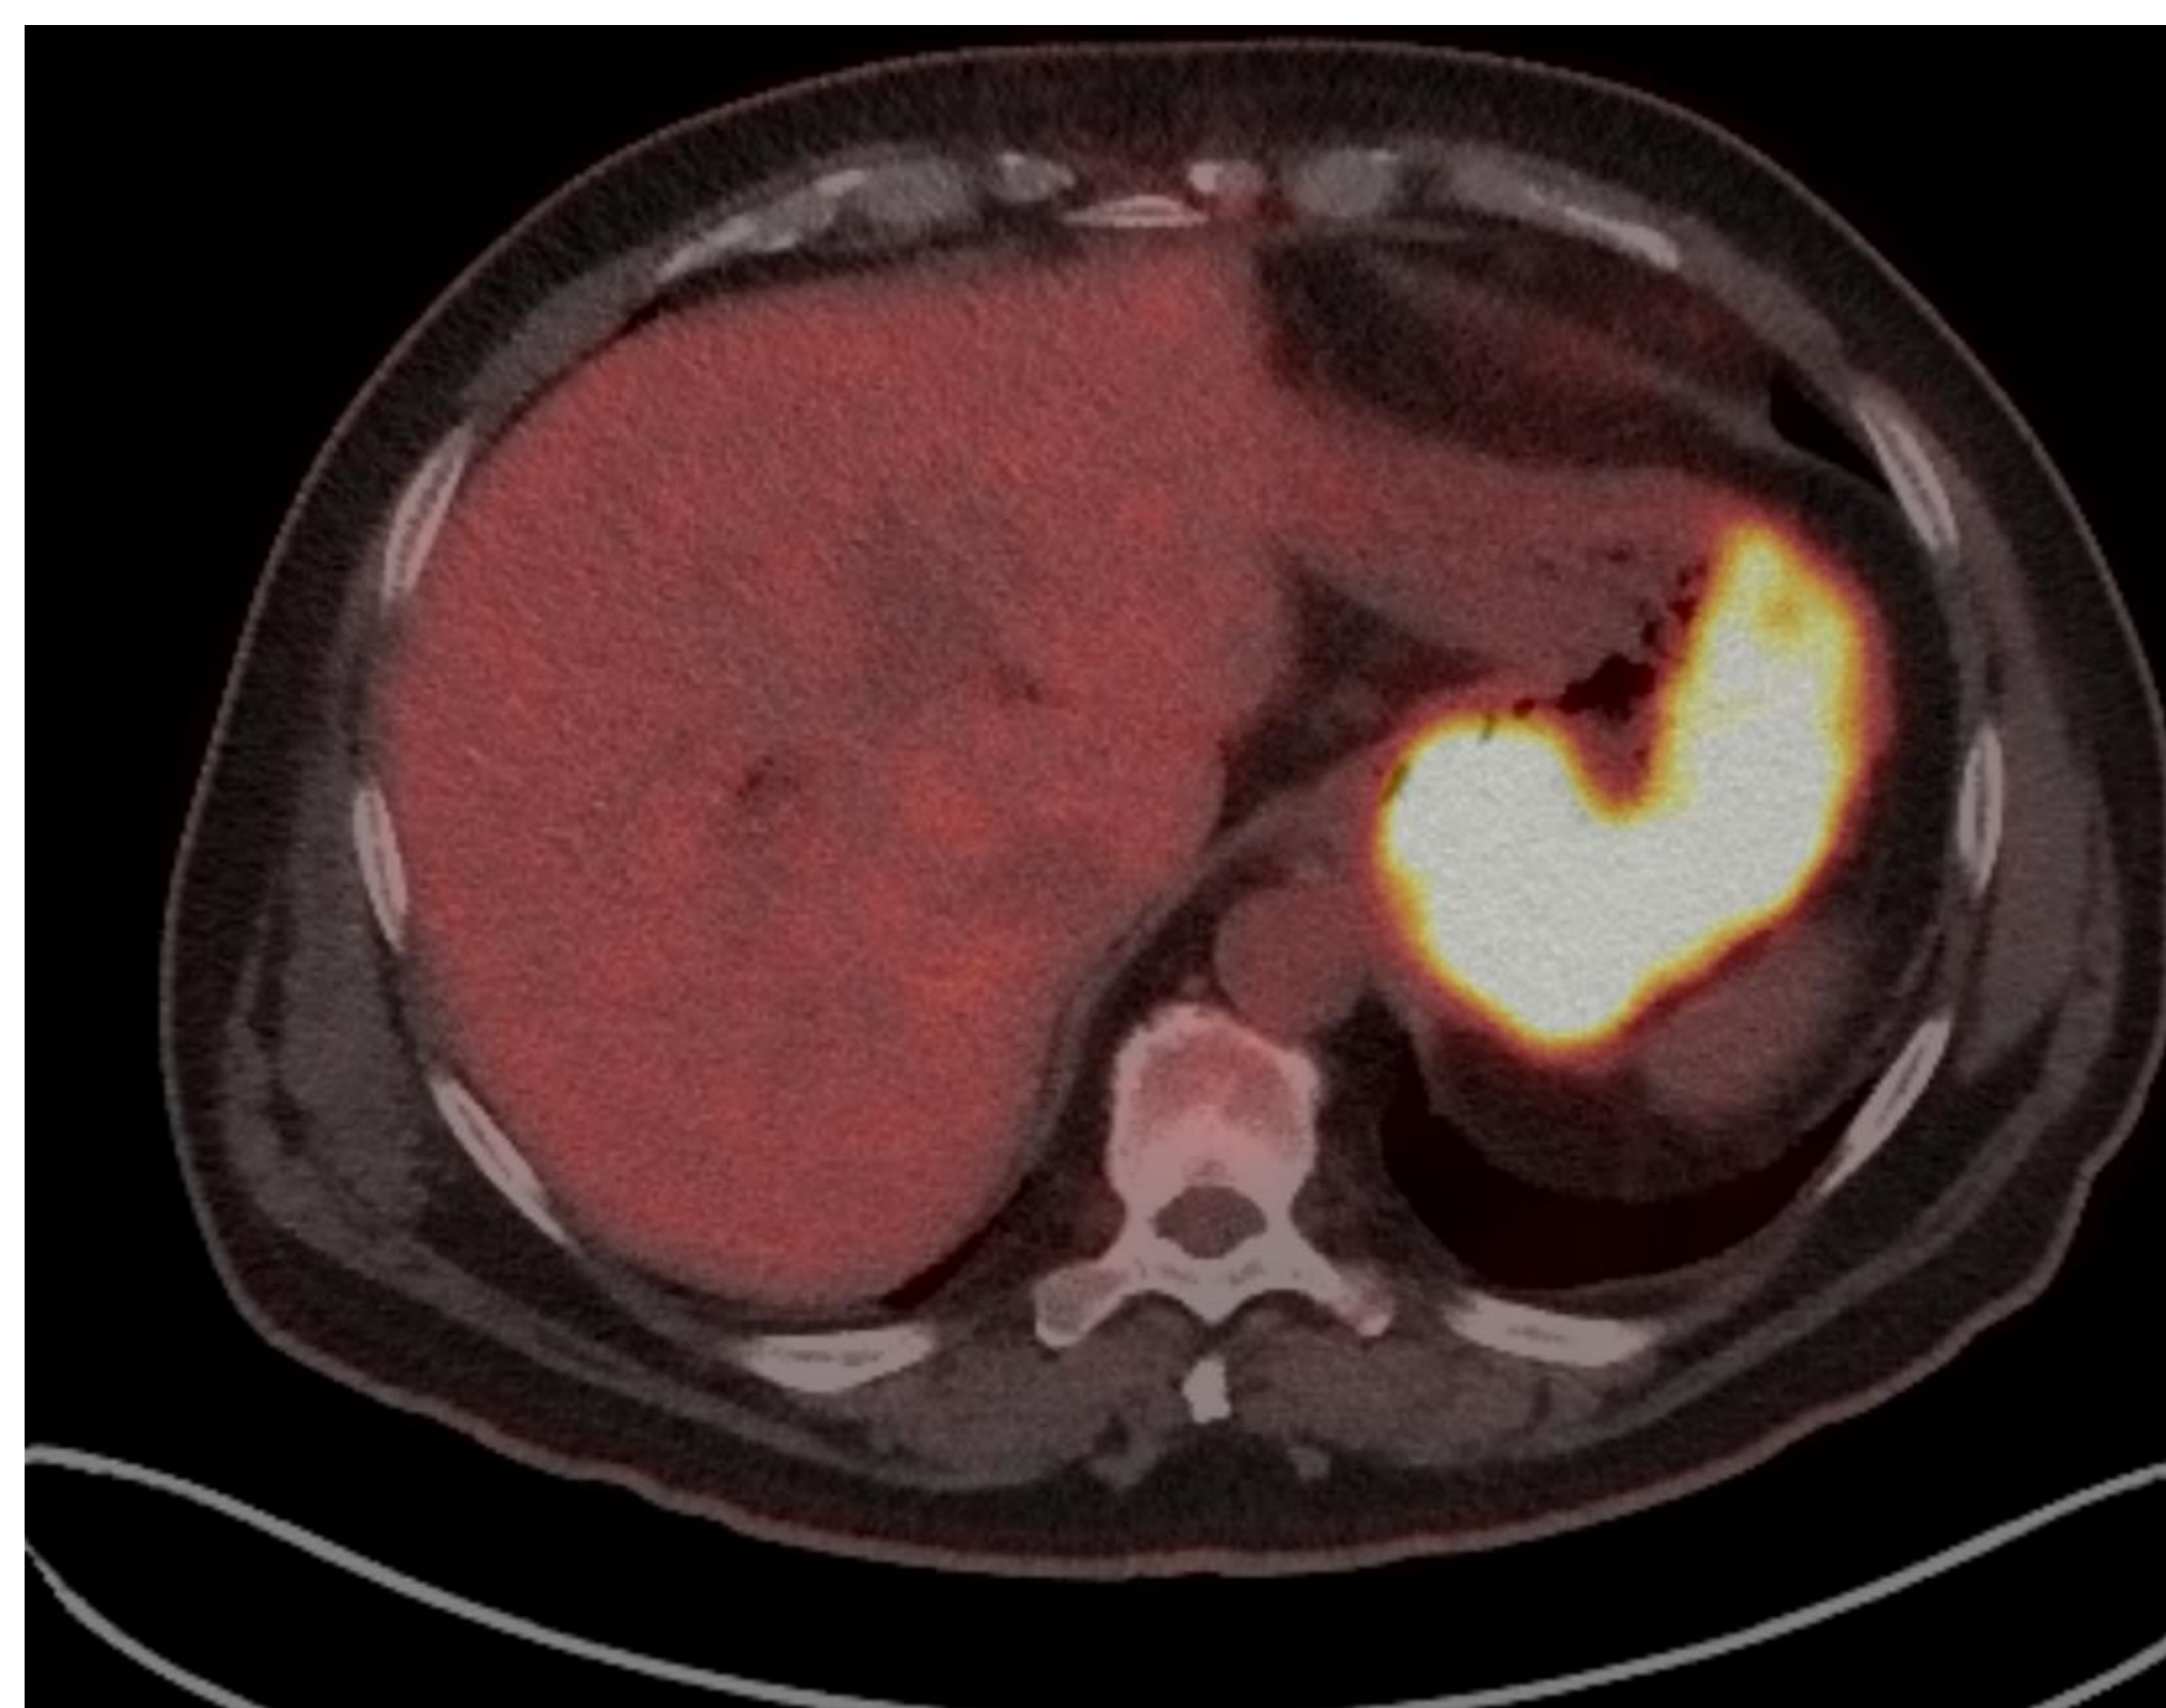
TC en fase portal, PET-TC. Y reconstrucción MIP del PET-TC. Importante engrosamiento de las paredes del cuerpo gástrico especialmente expensas de la curvatura mayor de hasta 6 cm que, en el estudio de PET-TC presenta marcada captación de 18-FDG. También se visualiza afectación ganglionar supra e infra diafragmática en la reconstrucción 3D MIP del PET-TC.
